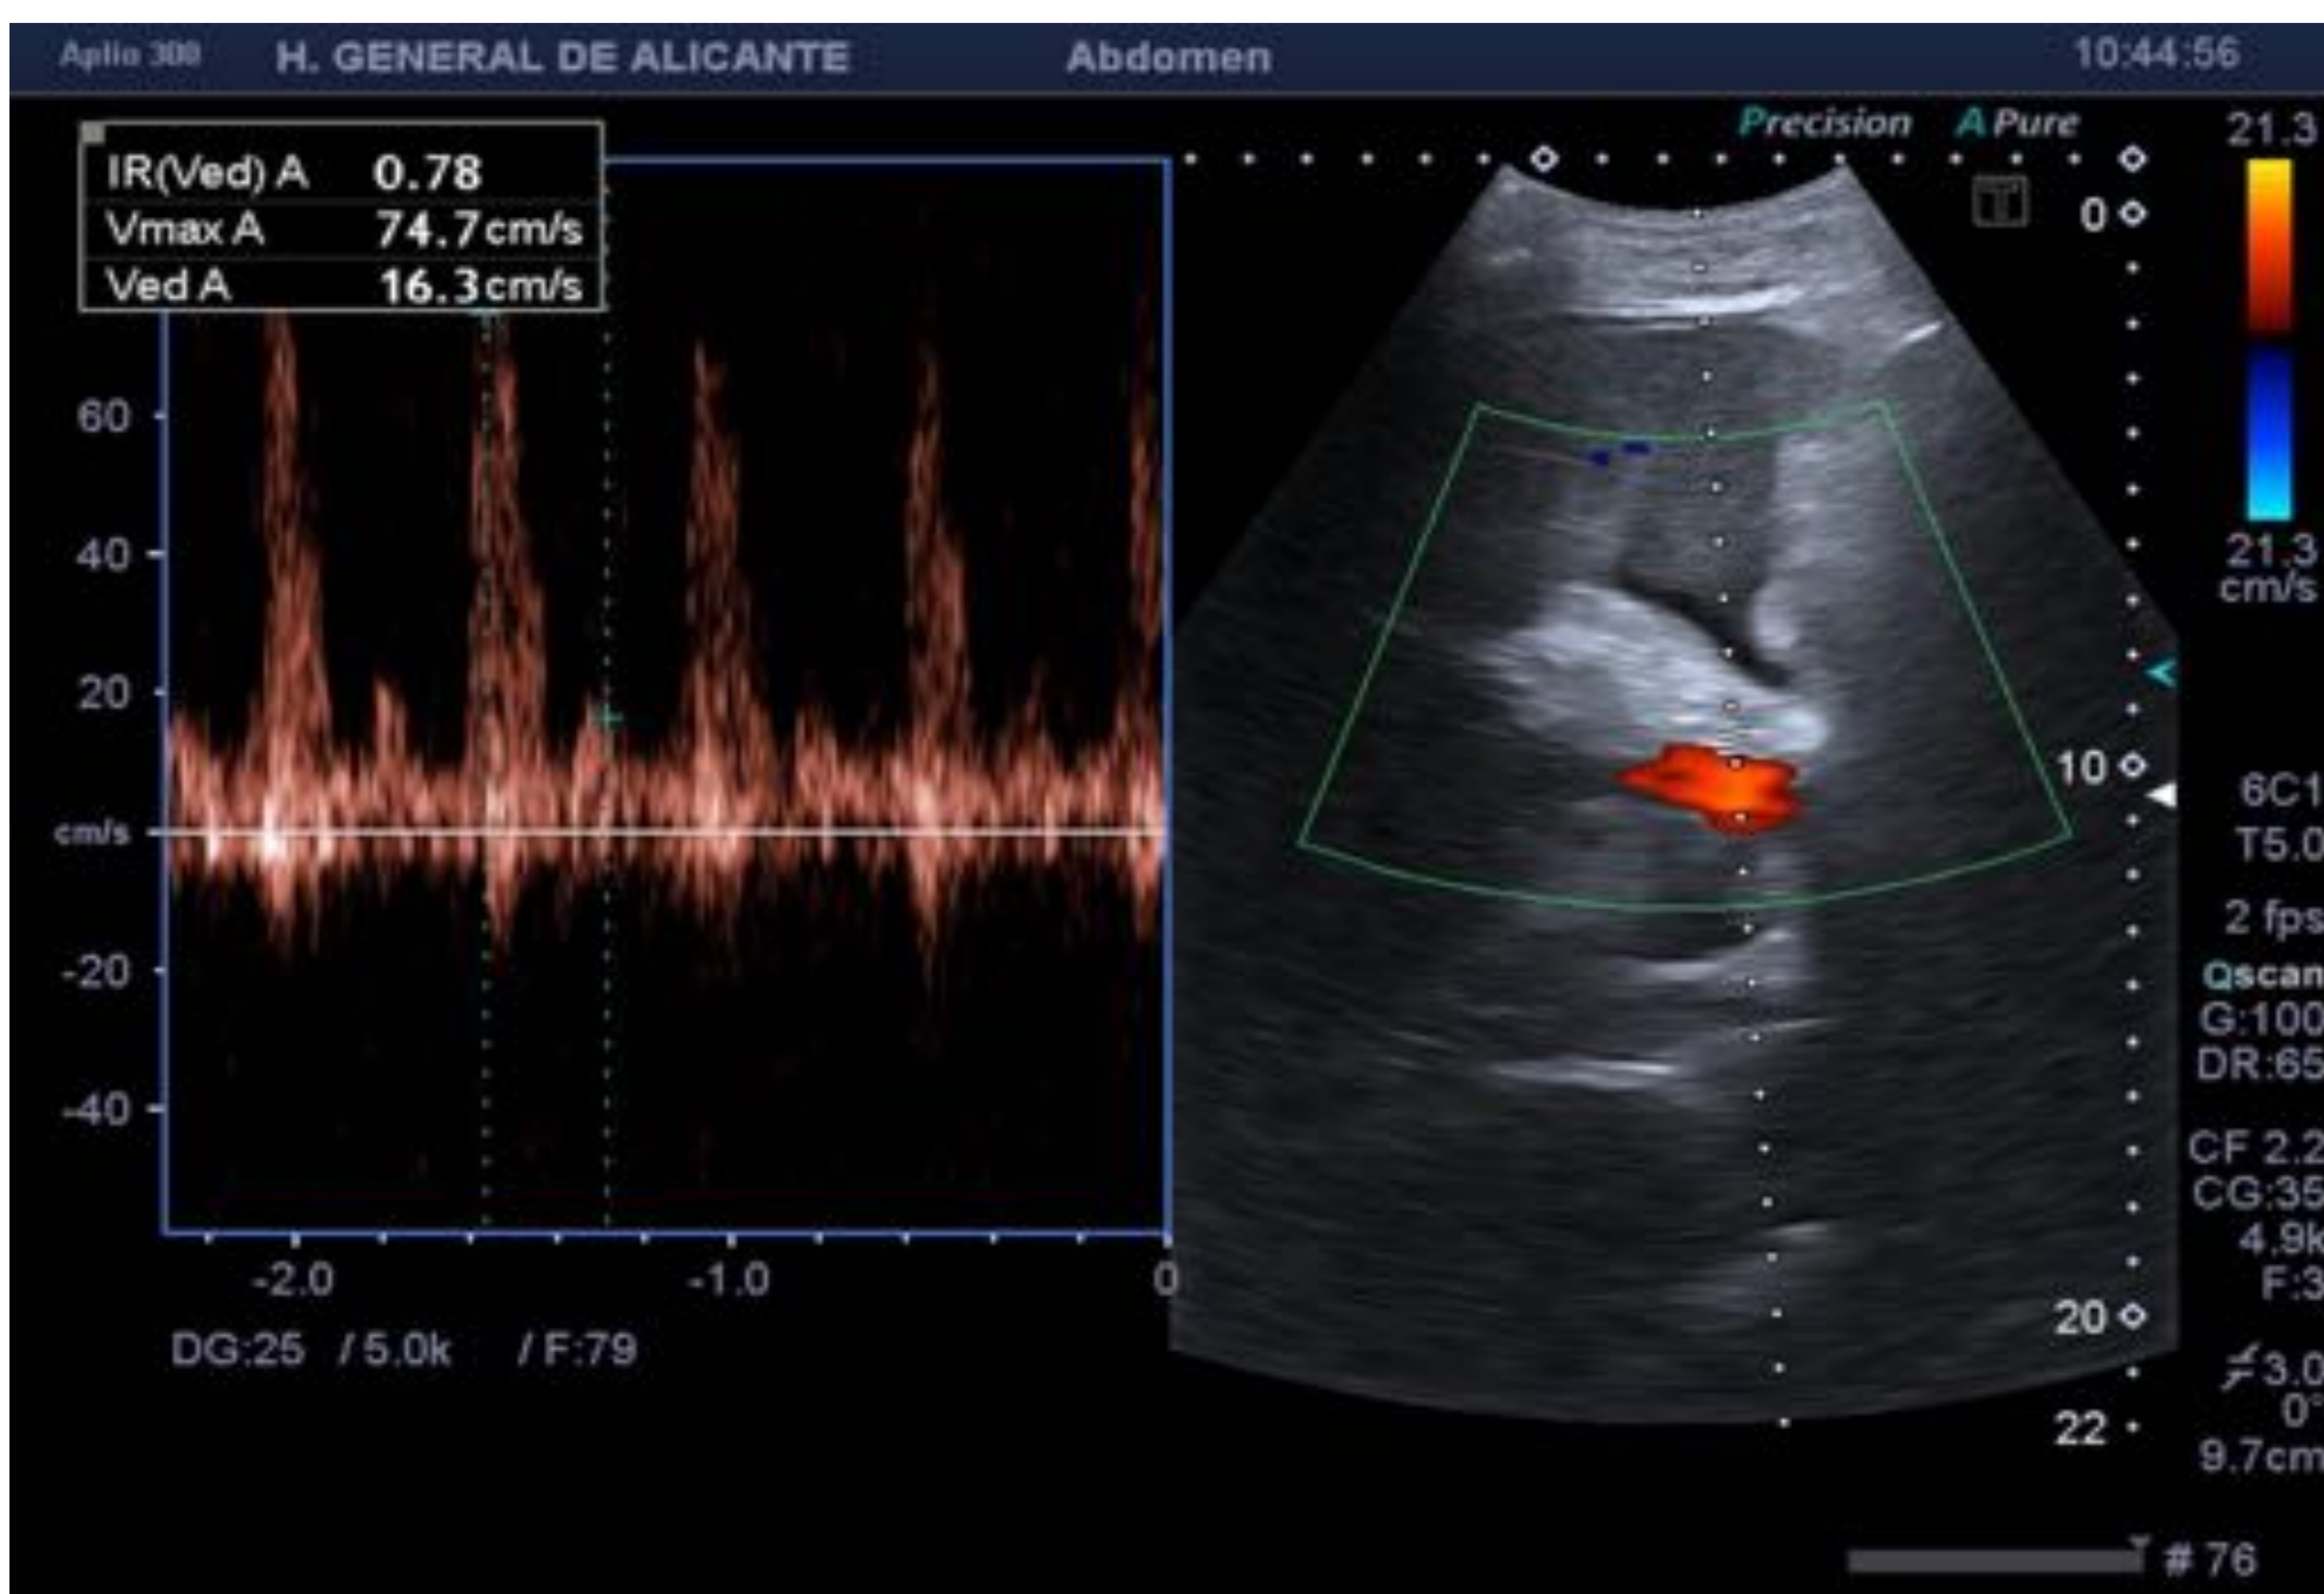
Doppler: a. hepática con morfología en picos e IR en el límite alto.
